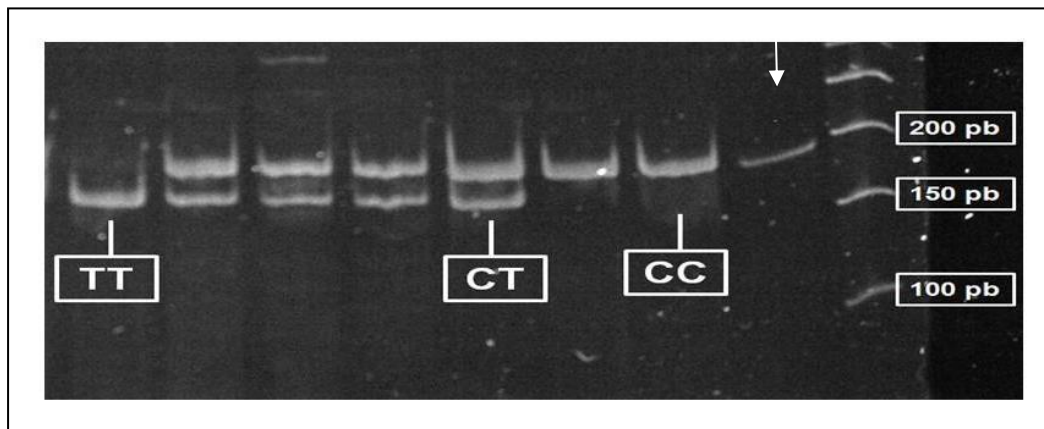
Análise do polimorfismo c.677C>T no gene *MTHFR* em gel de poliacrilamida a 12%, onde ↓ indica o produto da PCR não digerido (198 pb); e os demais fragmentos representam os genótipos CC (198), TT (175) e CT (198, 175).
